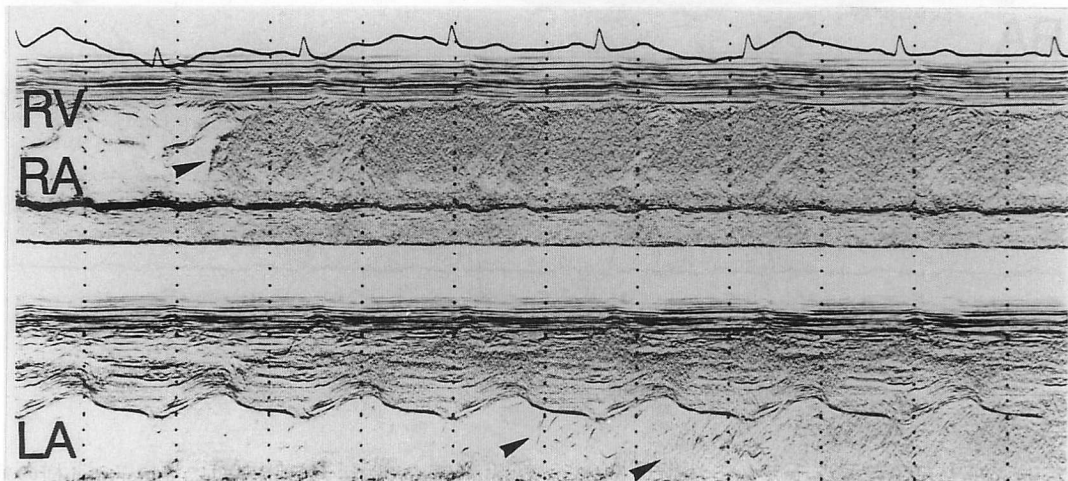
Contrast echocardiogram after injecting saline into the antecubital vein
